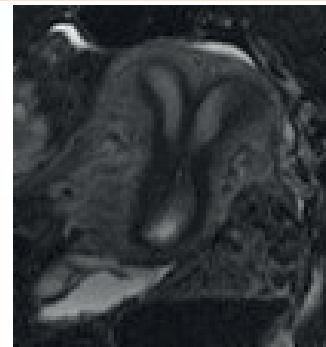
MRI confirms a partial septate uterus
